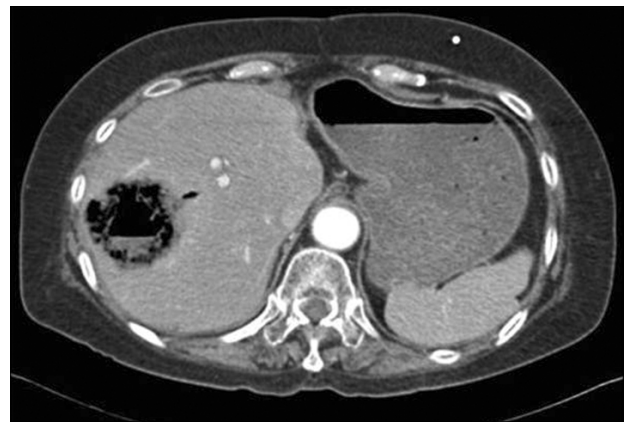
Abdomino-pelvic CT scan showed liver abscess formation.
